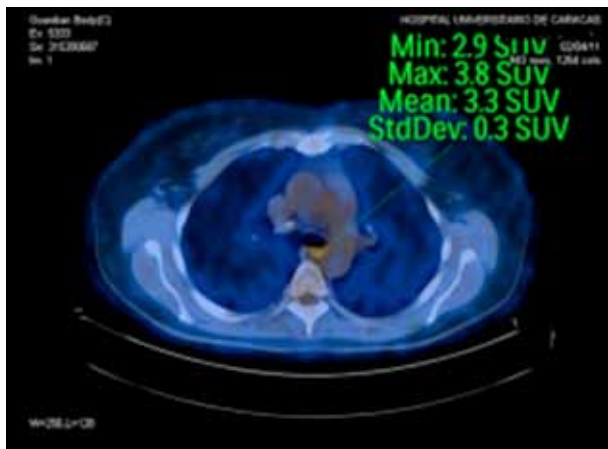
Aumento de la concentración de la glucosa radio-marcada, con correlación con las imágenes anatómicas en ganglio retro-carinal (SUV Max 3.8).
